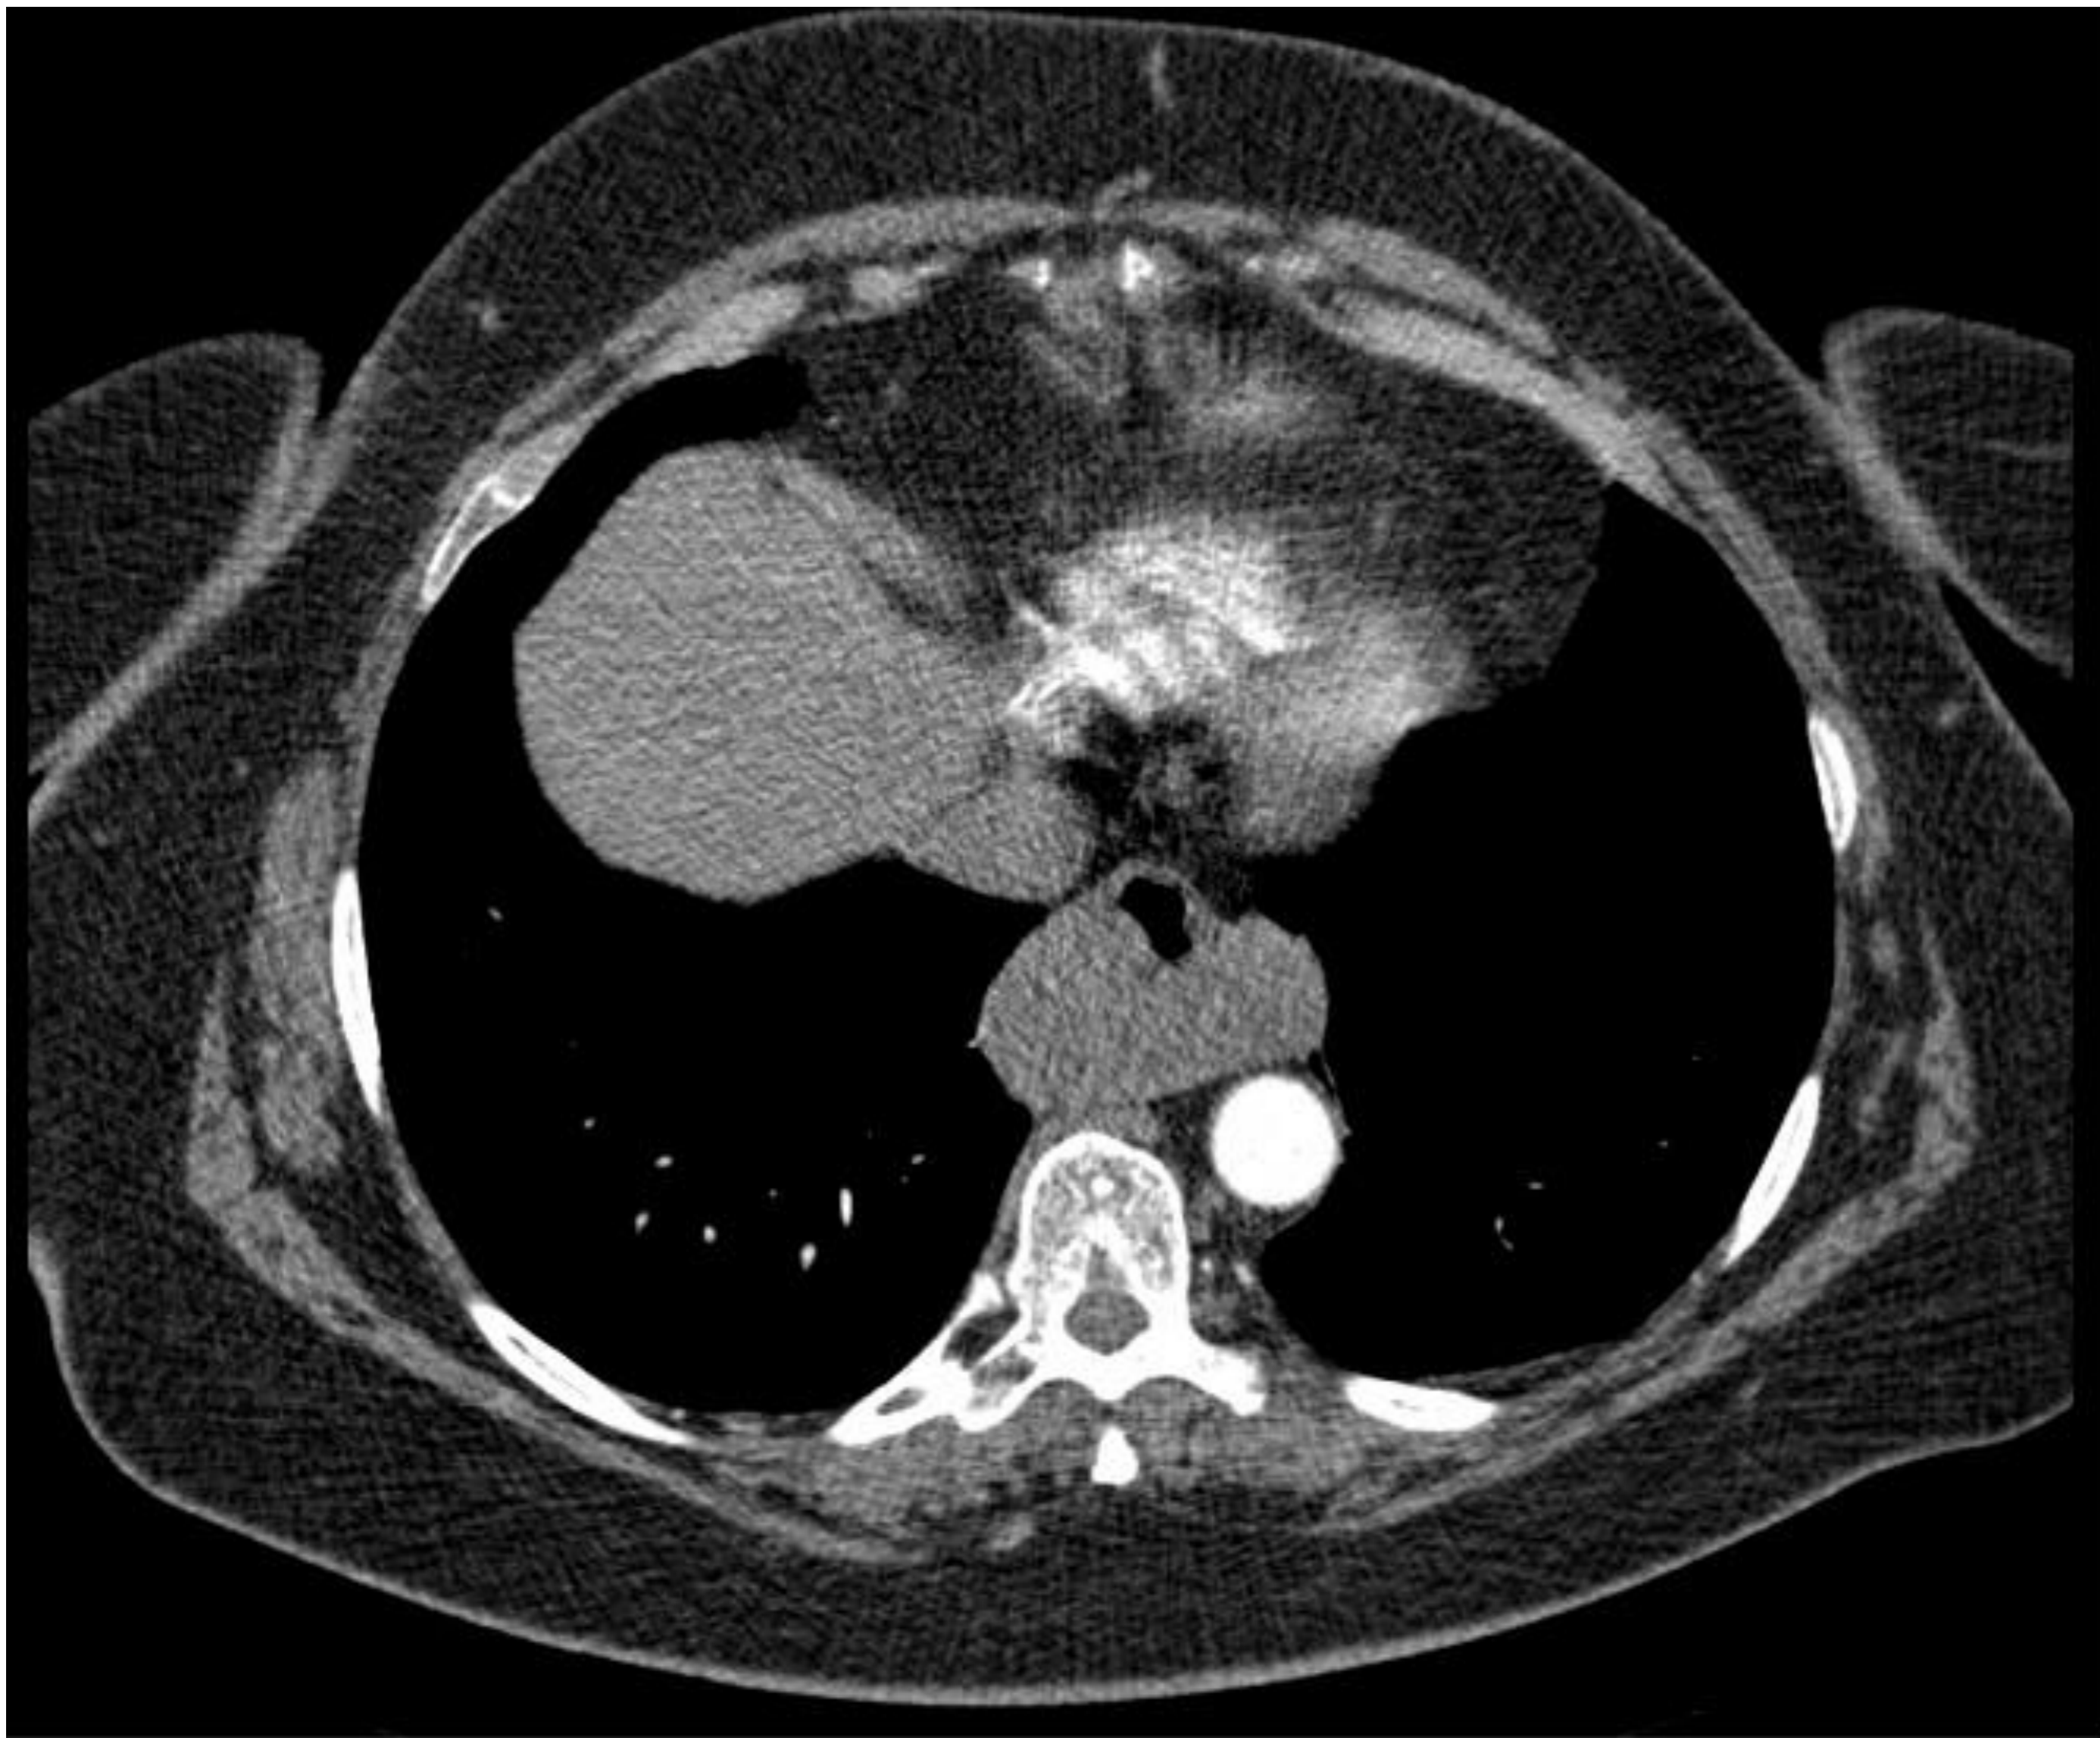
Imágenes de TC con contraste en fase arterial del mismo paciente de la figura 8 que muestran masa sólida dependiente de la pared del tercio distal esofágico con un crecimiento predominantemente extrínseco sin causar obstrucción luminal en relación con GIST esofágico.
